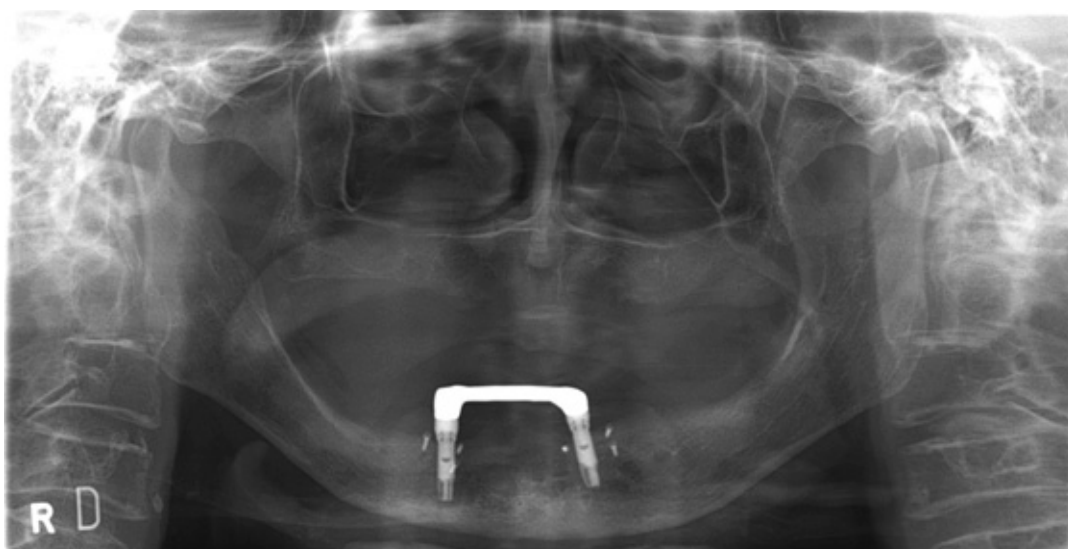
술 후 7개월 파노라마 방사선 사진
